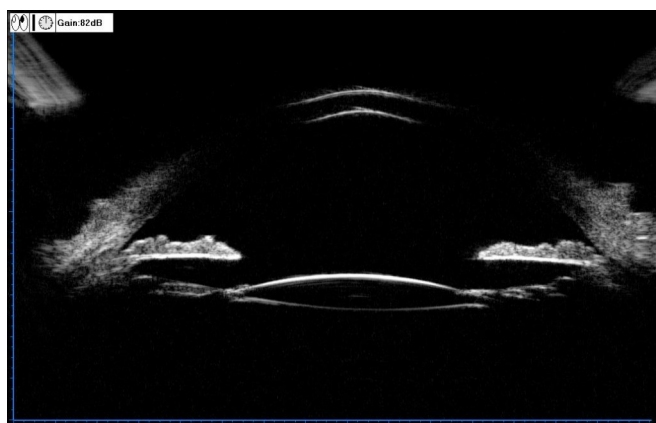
术后6 mo 超声显微镜检查显示人工晶状体位置居中,无偏斜。
